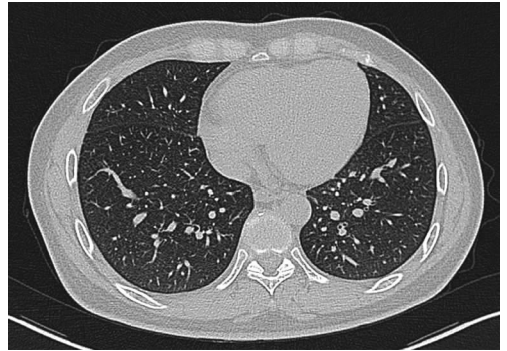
双肺小血管影及伴行增多的支气管影(胸部薄层 CT)
